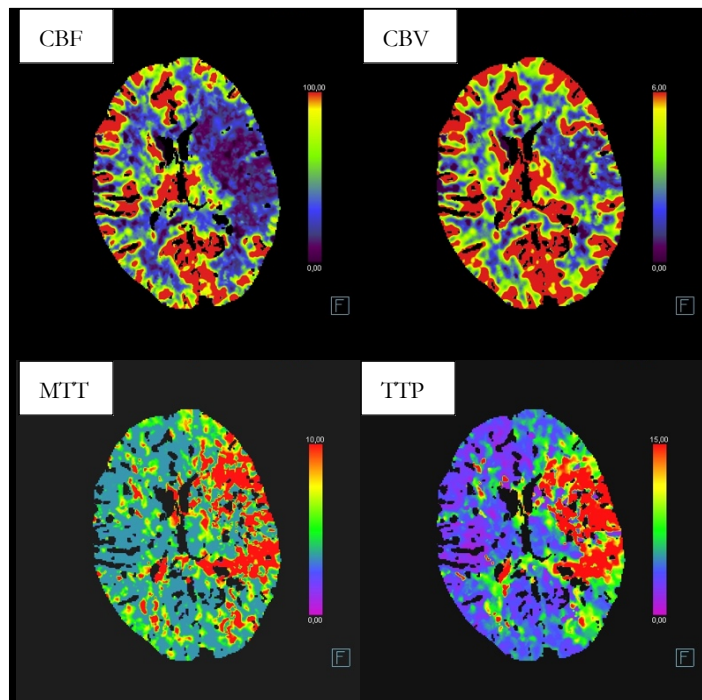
Kontrastmittelgestütztes cCT in axialer Schnitfführung: CT-Perfusion mit *Mismatch* bei zerebraler Ischämie (Eigene Abbildung aus der Universitätsmedizin Göttingen)
